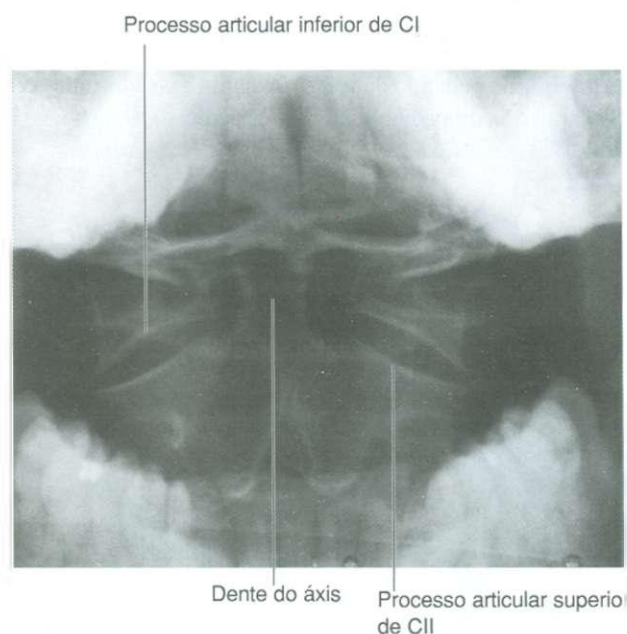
Radiografia mostrando vértebras C1 (atlas) e C2 (eixo) (boca aberta, projeção ântero-posterior).
